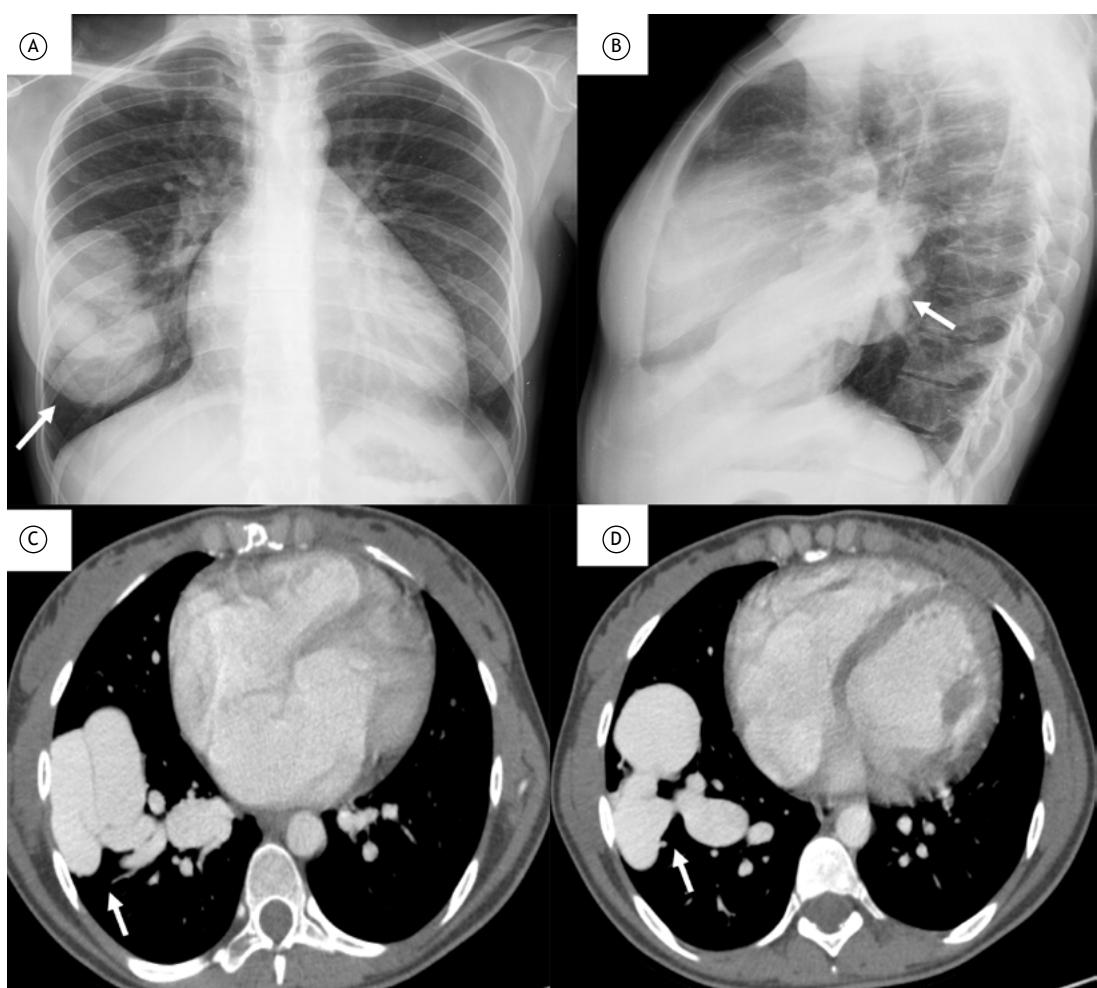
Em A e B, radiografias de tórax mostrando grande malformação arteriovenosa pulmonar/saco fistuloso (setas brancas). Em C e D, imagens de TC demonstrando grande malformação arteriovenosa (seta branca).
